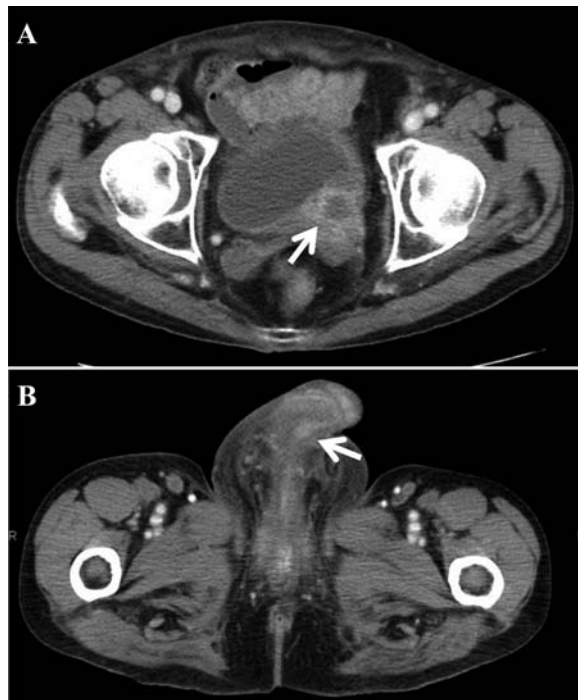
Contrast-enhanced pelvic CT shows a mass lesion (32 × 27 mm) at the left ureteral orifice (A, arrow) and edematous corpus cavernosa (B, arrow) which shows contrast effects.
